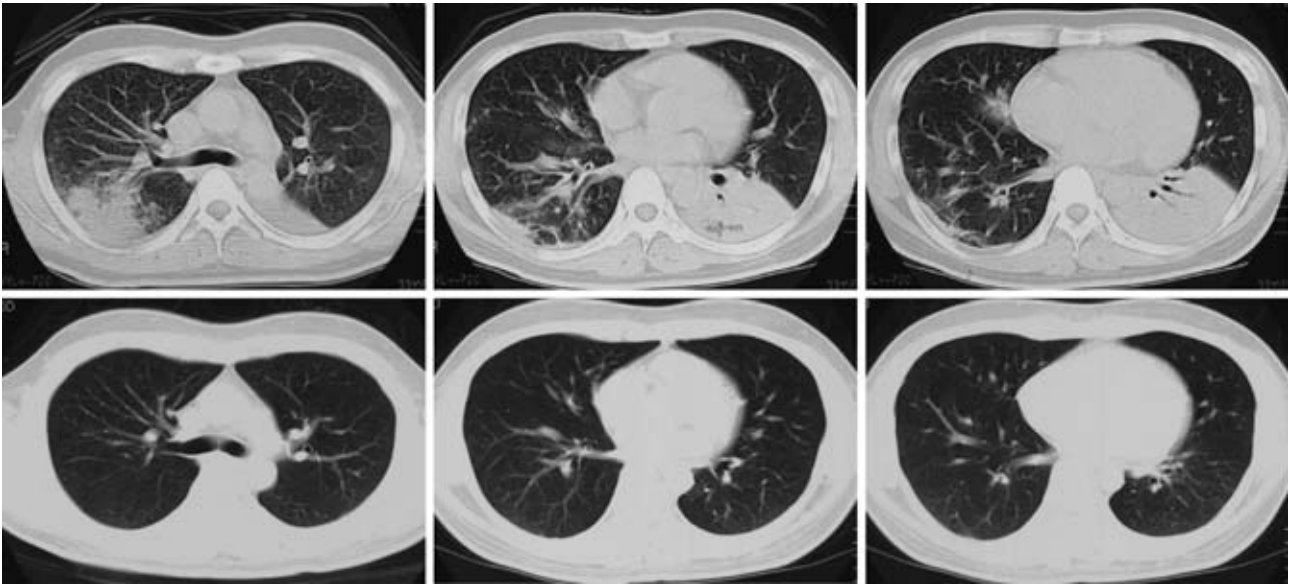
Chest CT findings during the clinical course
